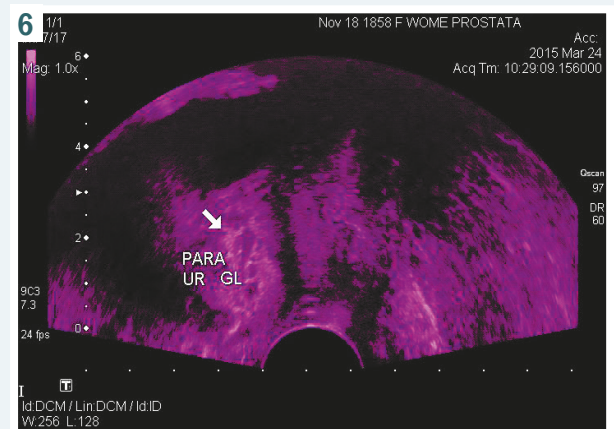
Ultrasound study of paraurethral glands (back type) in calm. Patient P., aged 40. In the projection of proximal part of urethra an oval formation of isoechoic structure with clear margins and homogeneous structure is visualized. Size: length – 2.23 cm, width – 0.92 cm, thickness – 1.51 cm, and volume – 1.60 cm<sup>3</sup>.
